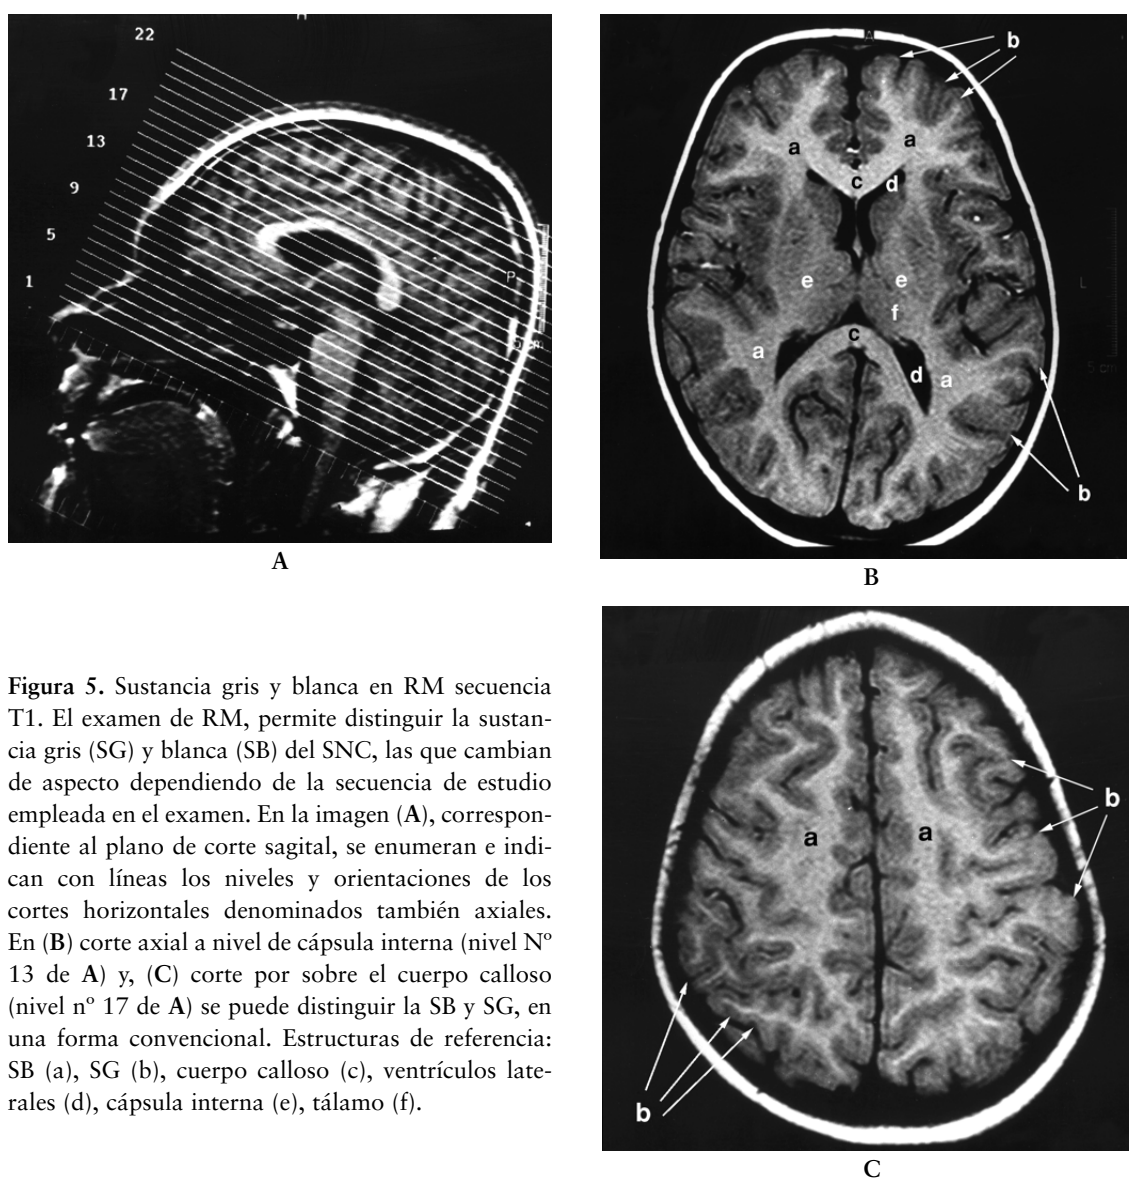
Sustancia gris y blanca en RM secuencia T1. El examen de RM, permite distinguir la sustancia gris (SG) y blanca (SB) del SNC, las que cambian de aspecto dependiendo de la secuencia de estudio empleada en el examen. En la imagen (A), correspondiente al plano de corte sagital, se enumeran e indican con líneas los niveles y orientaciones de los cortes horizontales denominados también axiales. En (B) corte axial a nivel de cápsula interna (nivel N° 13 de A) y, (C) corte por sobre el cuerpo calloso (nivel n° 17 de A) se puede distinguir la SB y SG, en una forma convencional. Estructuras de referencia: SB (a), SG (b), cuerpo calloso (c), ventrículos laterales (d), cápsula interna (e), tálamo (f).
